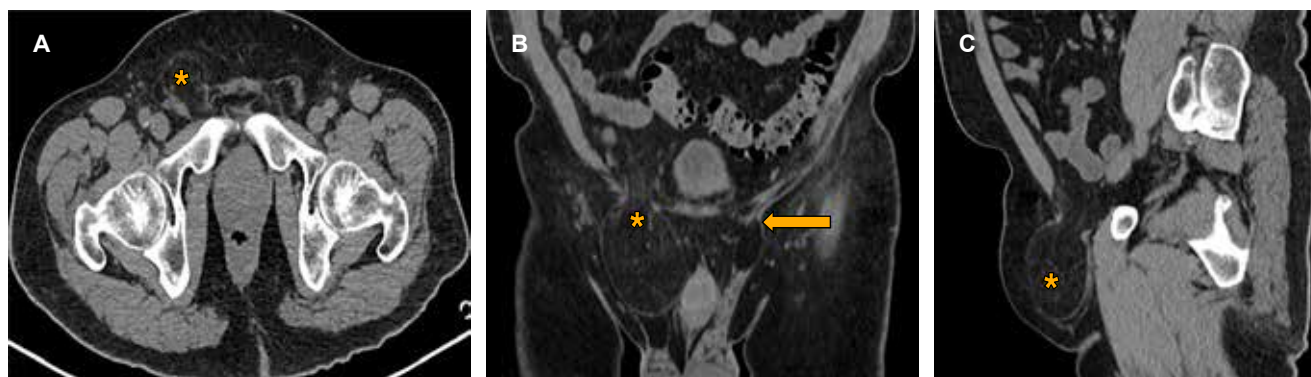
Hernia inguinal bilateral. Tomografía computarizada en fase simple con reconstrucción multiplanar de la región pélvica en planos A) axial, B) coronal y C) sagital. En la que se muestra un anillo herniario inguinal con saco herniario de contenido graso epiploico de lado derecho (*). De la misma forma, se observa pequeño anillo herniario inguinal de contenido graso de lado izquierdo (←).
